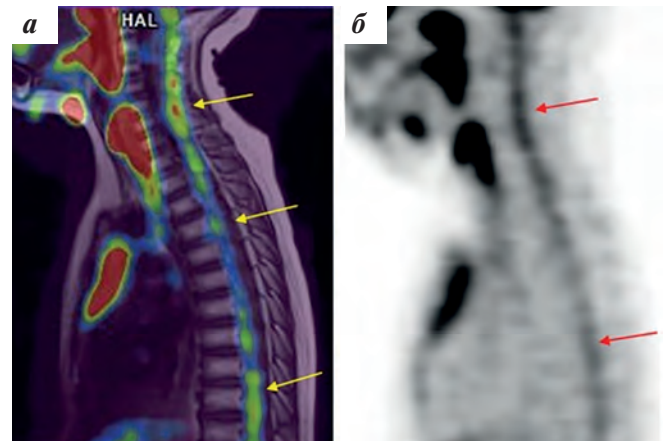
Результаты ПЭТ/КТ с неравномерным повышенным накоплением ¹⁸F-ФДГ в спинном мозге (указано стрелками)
